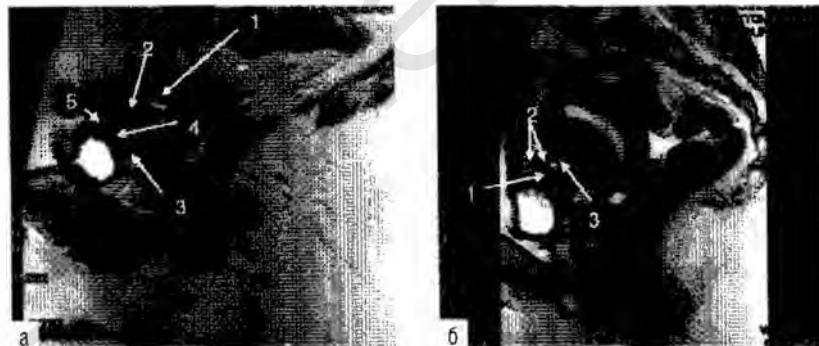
МРТ. На T2-взвешенном изображении в сагиттальной плоскости (а) определяется культя шейки матки (1), по передней стенке которой имеется очаг (инфильтрат) эндометриоза (2) с кистозными включениями (3), инфильтрирующий заднюю стенку мочевого пузыря (4), контуры которого неровные, стенка неравномерно утолщена, с эндометриоидными гетеротопиями (5), распространяющимися по дну. На T2-взвешенном изображении в сагиттальной плоскости (б) определяется крупный эндометриоидный инфильтрат, расположенный в области дна и задней стенки мочевого пузыря (1), с кистозными полостями, формирующий «губчатую структуру» эндометриоидного образования (2). Отмечаются прорастание эндометрия в переднюю стенку матки (3) и ее деформация.
